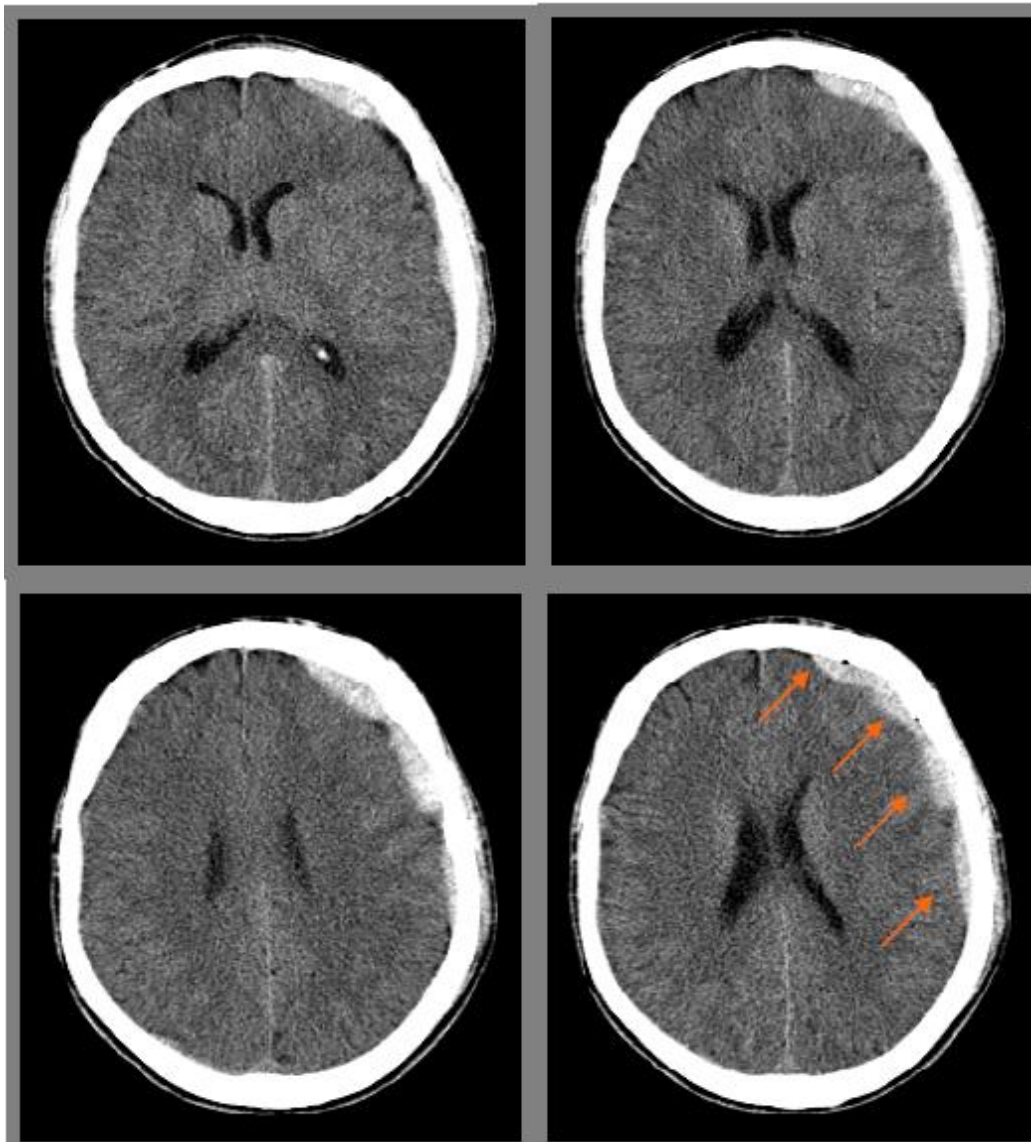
TDM cérébrale sans contraste, en coupes axiales, fenêtres parenchymateuses, montrant une lame d'HED fronto-temporo-pariétal gauche associée à une fracture frontale gauche
